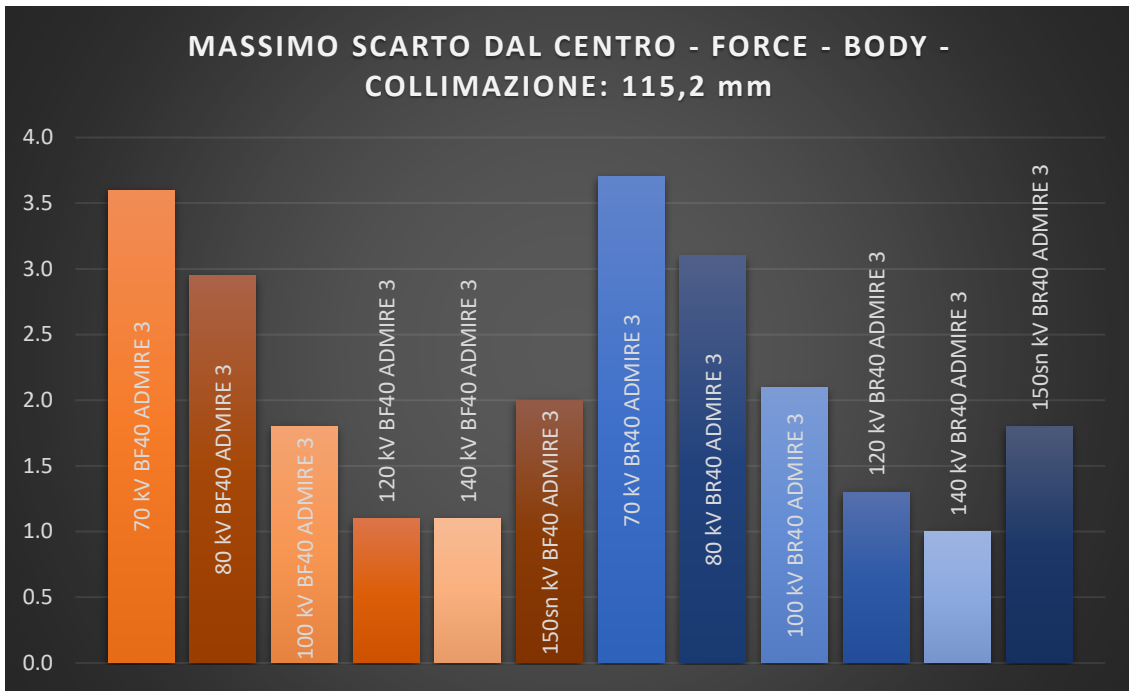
MASSIMO SCARTO AL VARIARE DELLE ENERGIE IN CT FORCE, COLLIMAZIONE 115.2 mm, LIVELLI DI RICOSTRUZIONE INTERMEDI, ACQUISIZIONE BODY
